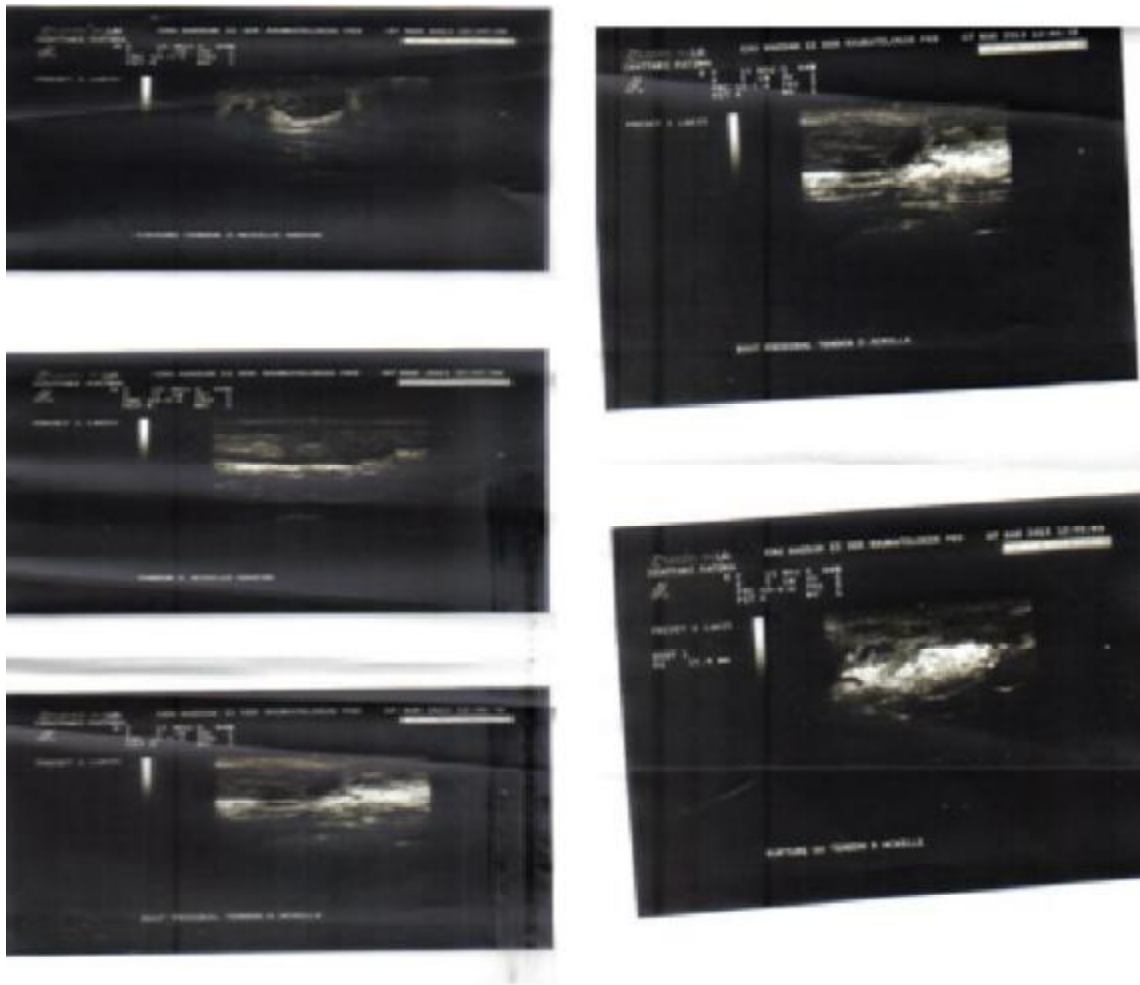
Coupe échographique visualisant le tendon d'Achille dans le plan axial
